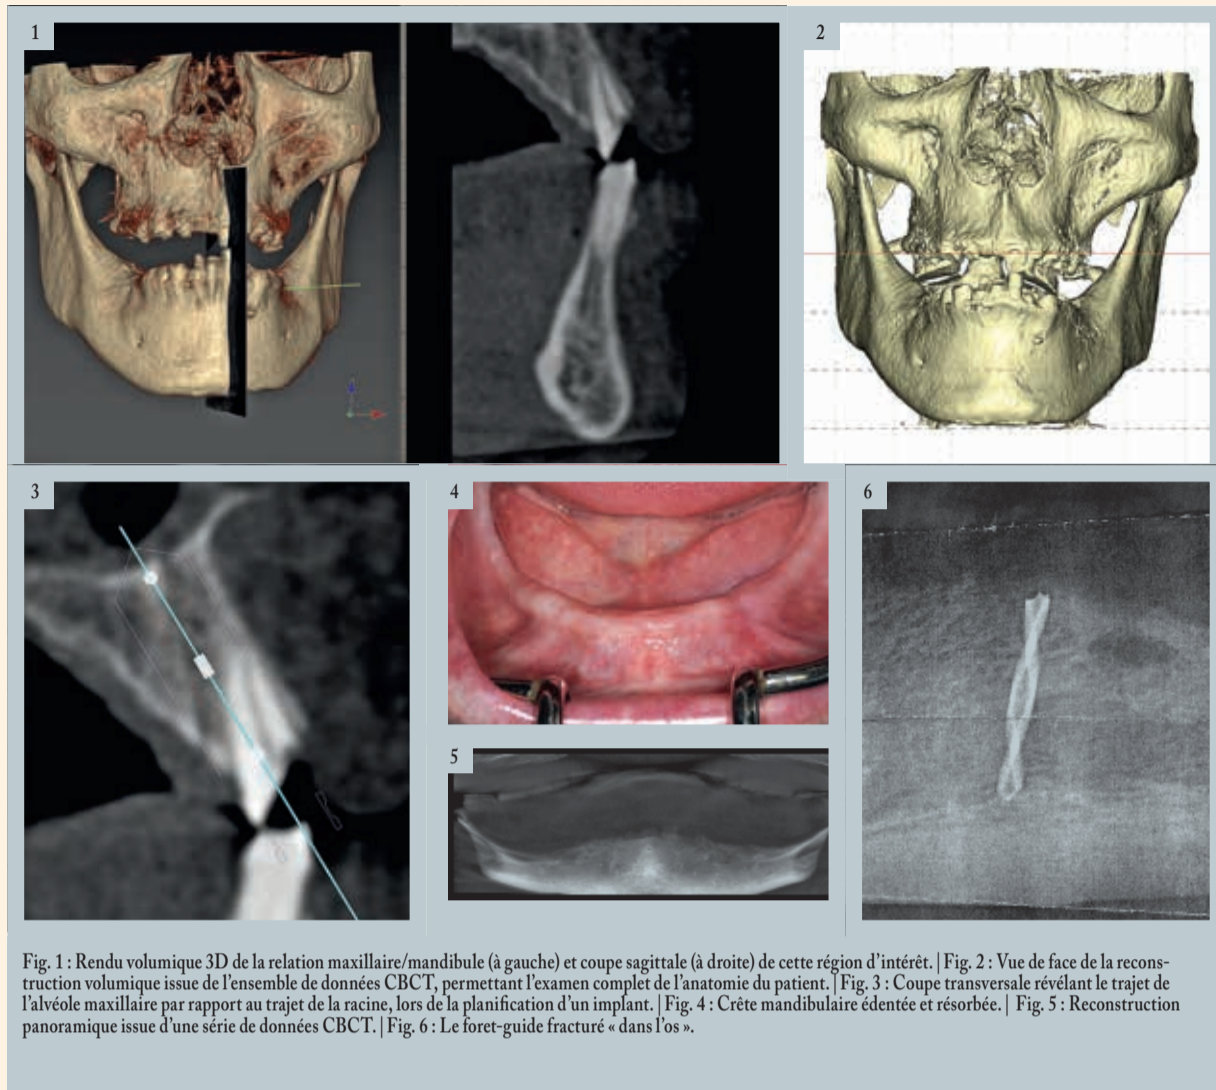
Rendu volumique 3D de la relation maxillaire/mandibule (à gauche) et coupe sagittale (à droite) de cette région d'intérêt. | Fig. 2 : Vue de face de la reconstruction volumique issue de l'ensemble de données CBCT, permettant l'examen complet de l'anatomie du patient. | Fig. 3 : Coupe transversale révélant le trajet de l'alvéole maxillaire par rapport au trajet de la racine, lors de la planification d'un implant. | Fig. 4 : Crête mandibulaire édentée et résorbée. | Fig. 5 : Reconstruction panoramique issue d'une série de données CBCT. | Fig. 6 : Le foret-guide fracturé « dans l'os ».
